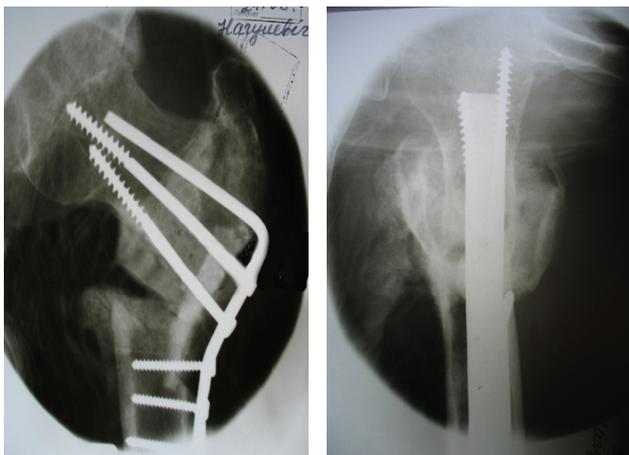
Рентгенограмма тазобедренного сустава пациента 3., 52 лет, после выполнения вальгизирующей реконструкции и остеосинтеза ангулярным фиксатором АО: а – прямая проекция (в результате вальгизации ШДУ восстановлен в пределах 130); б – аксиальная проекция
